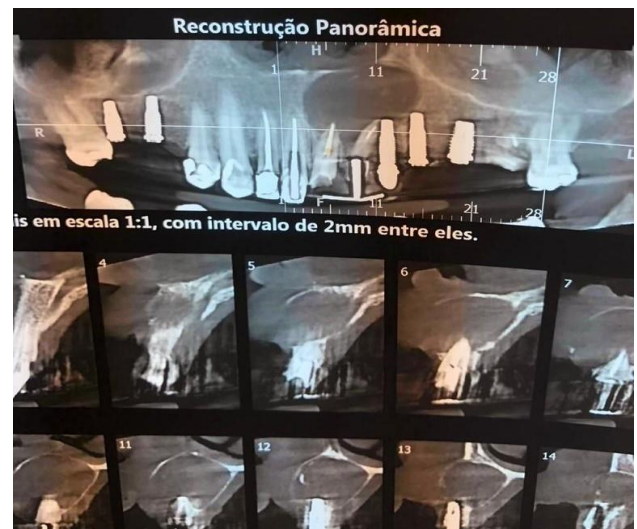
Tomografia volumétrica evidenciando tamanho e os limites da lesão. Fonte: (Autores, 2021).
